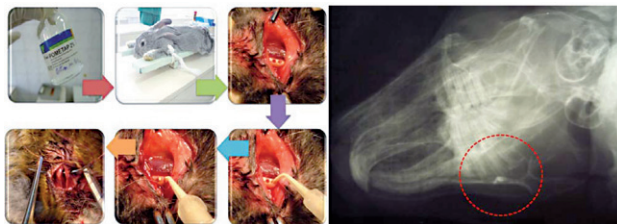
А. Слева – ход операции. Б. Справа – рентгенограмма, пломбировочный материал в нижнечелюстном канале кролика
